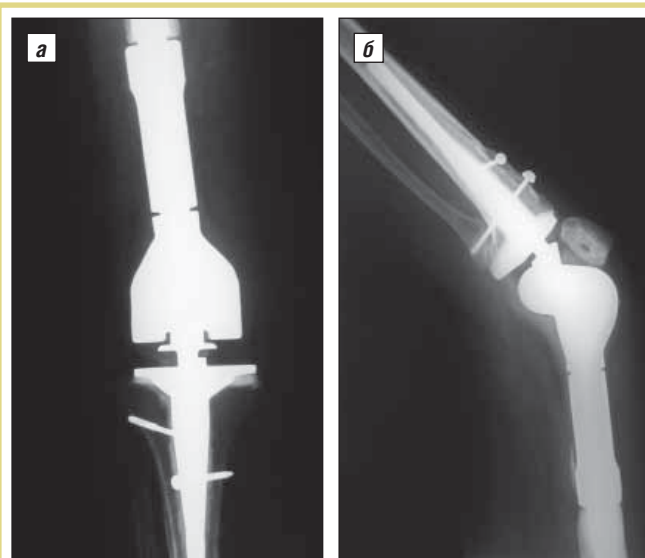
Рентгенограмма пациентки К. через 5 мес после операции транспозиции и фиксации бугристости большеберцовой кости; отмечается консолидация; положение эндопротеза Biomet OSS правильное и стабильное; а – прямая проекция, б – боковая
